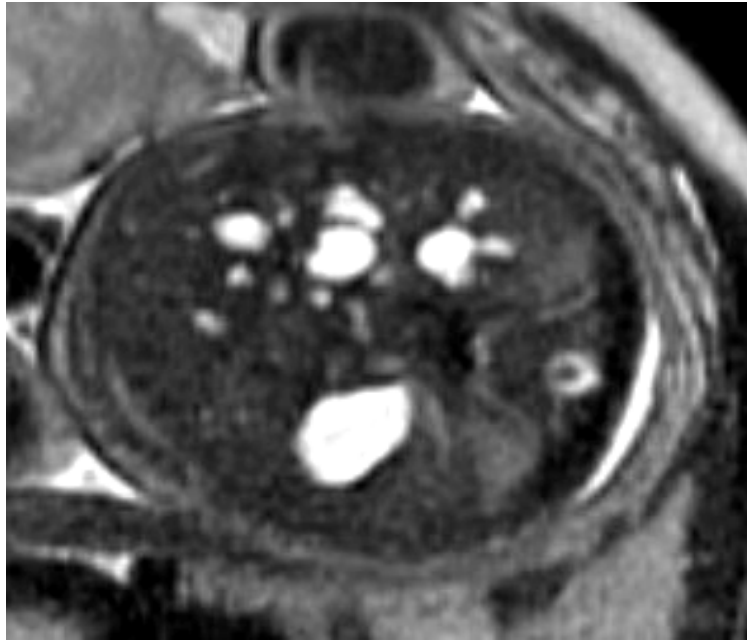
RMN (T2 SSFSE): Fegato multicistico (34 settimane). Sezione assiale.
